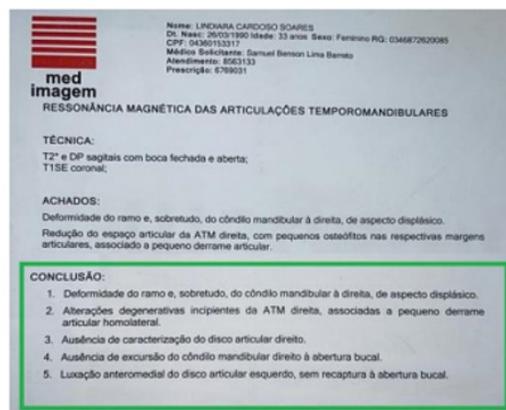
Laudo da ressonância magnética. Fonte: autora
